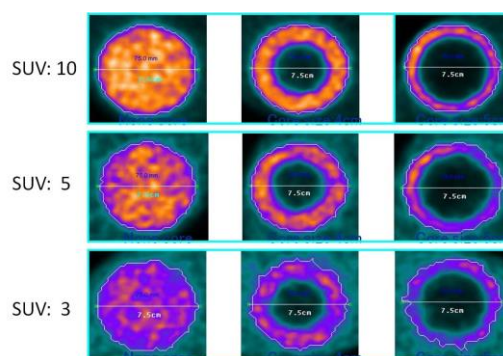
2層性、球形モデルにおける FDG 集積：外層にのみ FDG を含む各画像の辺縁の白線は、SUV-max の 40% SUV 値によって求めた輪郭で、ROI 法による。FDG を含まない中心部分の径が大きくなると集積濃度は過小評価された。
